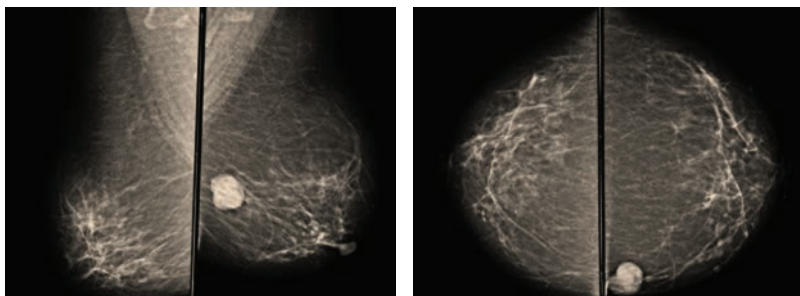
(de arriba a abajo). Control postpunción del quiste e instilación de aire en la lesión. Figura 31. El estudio ecográfico muestra una lesión quística con nódulo mural ecogénico de aspecto papilar. Figura 32. A la aplicación del Doppler color se identifica moderada vascularidad central y periférica.
